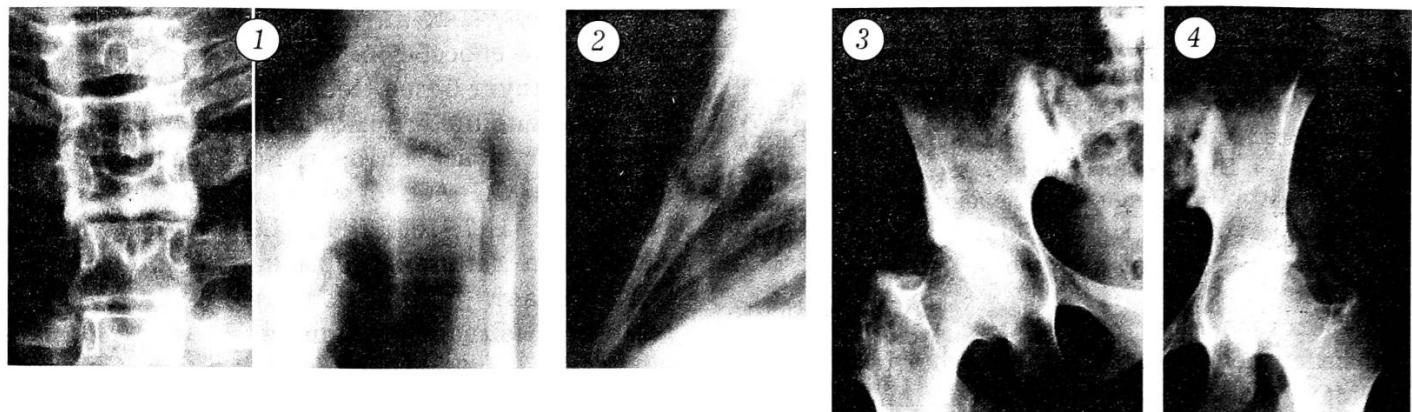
Рентгенограммы позвоночника больной Е. в прямой и боковой проекциях при первом обращении: патологический перелом тела Т3 позвонка, разрушение верхней замыкательной пластиинки и межпозвонкового диска Т2—3.
